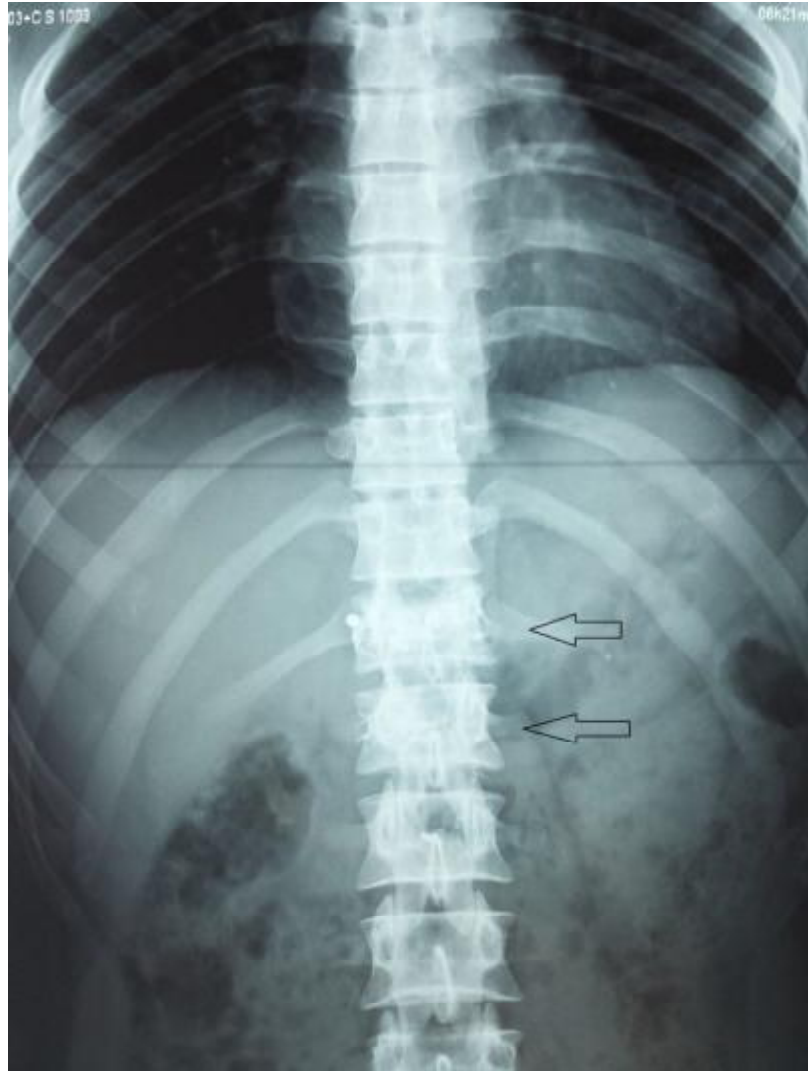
Radiographie de face après vertébroplastie D12, L1 (flèches).
